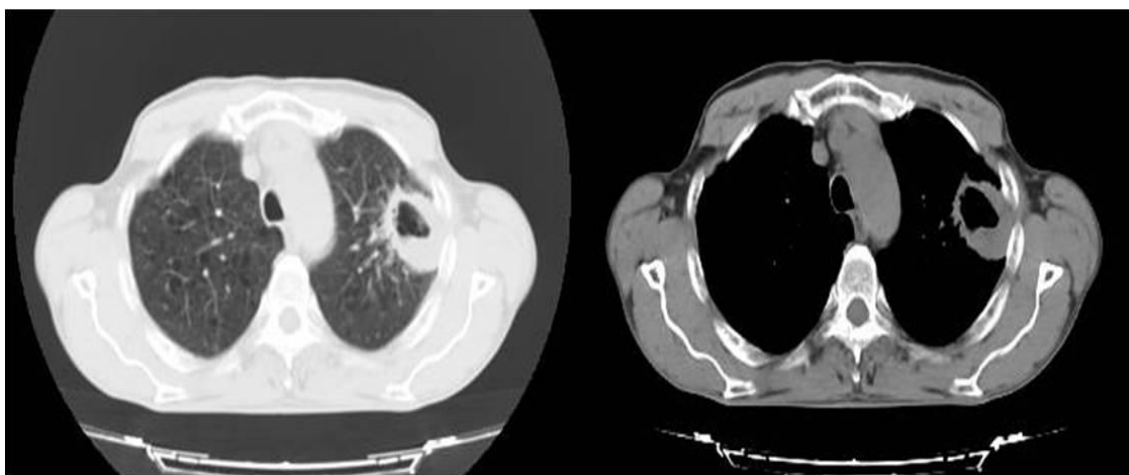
TAC de tórax donde se objetiva tumoración de lóbulo superior izquierdo con dudas de infiltración en pared torácica (paciente 1 de la radiografía de la figura 1).
